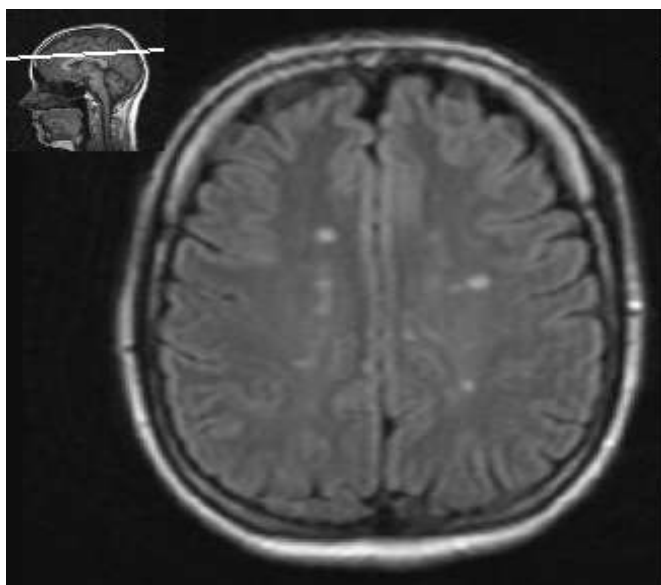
a, b, c: Typický obraz roztroušené sklerózy mozkomíšni v obraze MR. Na transverzálním řezu v modu FLAIR (a) a v T2W (b) obraze jsou patrná v bílé hmotě vícečetná, místy splývavá ložiska. Některá ložiska mají korelát v snížené intenzitě signálu v T1W obraze. Tato ložiska se nazývají černé díry.
